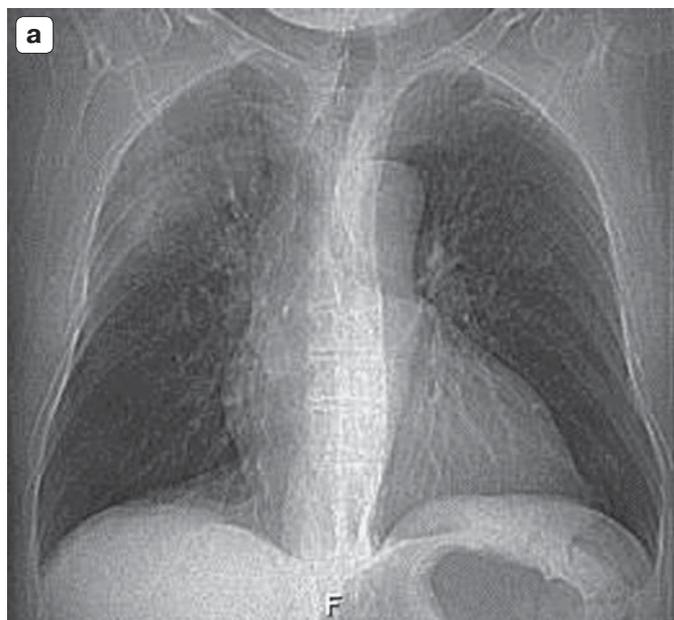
а – на топограмме (аналог цифровой рентгенограммы) органов грудной клетки в проекции правого легкого отмечается зона затемнения без четких контуров;
